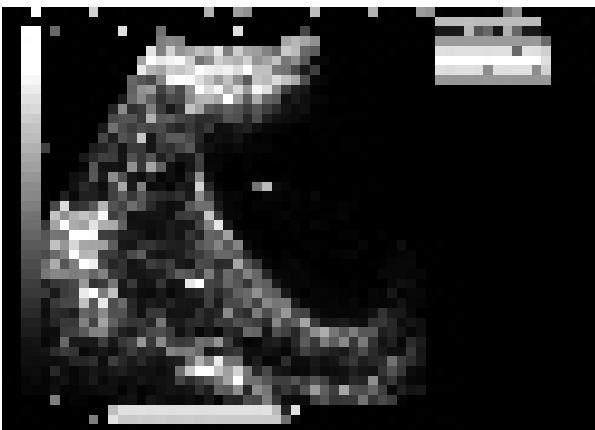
Trans-abdominal Ultrasound showing empty uterus and placenta separate from uterus. There is no myometrium between the placenta and the bladder.
